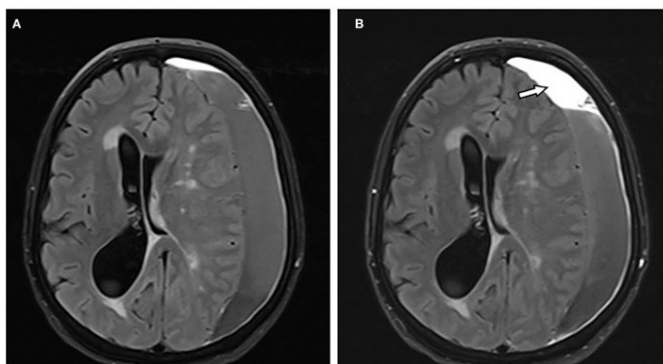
Risonanza magnetica in pesatura FLAIR senza e con mezzo di contrasto (A e B) nella quale è possibile osservare il "mass like enhancement" dell'ematoma
